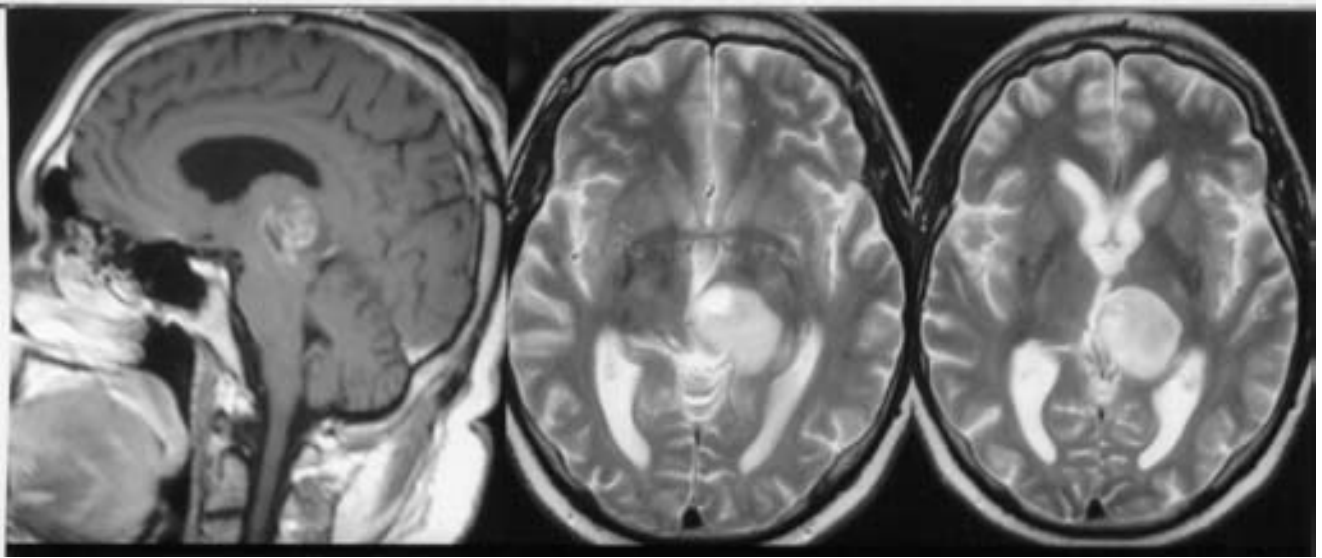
Resonancia magnética que muestra el tumor mesencéfalo-talámico izquierdo.
